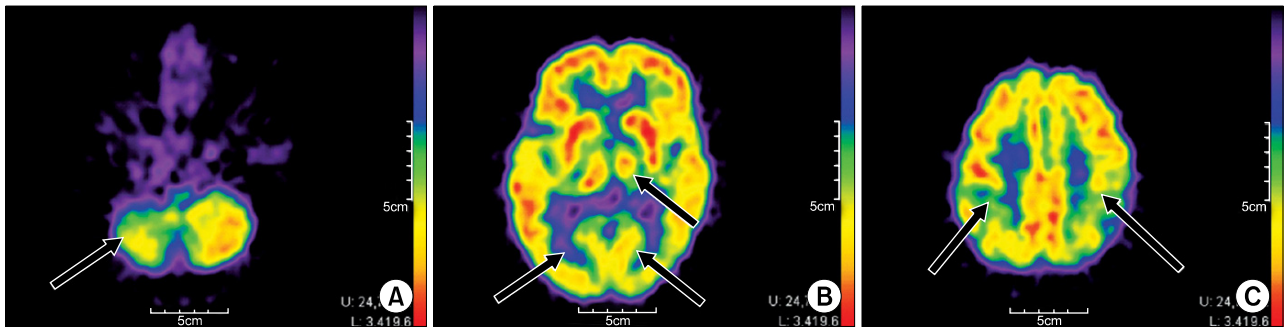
The images of the brain positron emission tomography shows decreased uptake in the right cerebellum (A), both the occipital lobes, posterior part of the left thalamus (B) and the bilateral superior parietal lobes (C).
